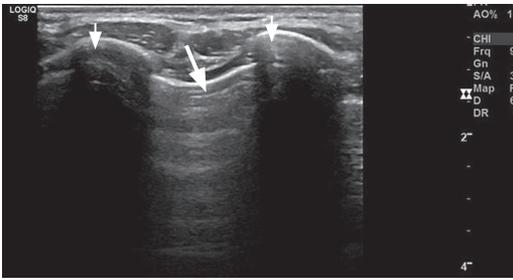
Imagem de ecografia com sonda linear que mostra imagem linear hiperecogénica (seta maior), paralela à parede torácica correspondente à linha pleural. Observam-se os arcos costais com sombra acústica em corte transversal (setas mais pequenas).
